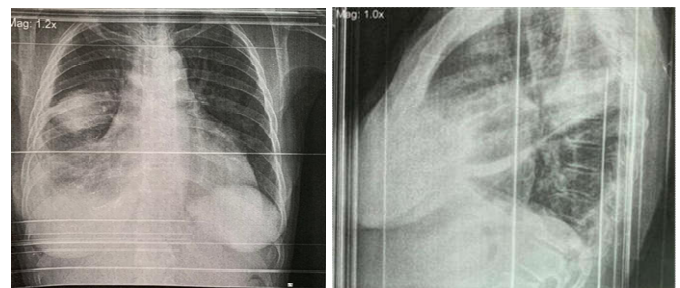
Radiografia de tórax PA e Perfil. Fonte: prontuário médico. Dados autorizados por meio de termo de consentimento e livre esclarecimento
